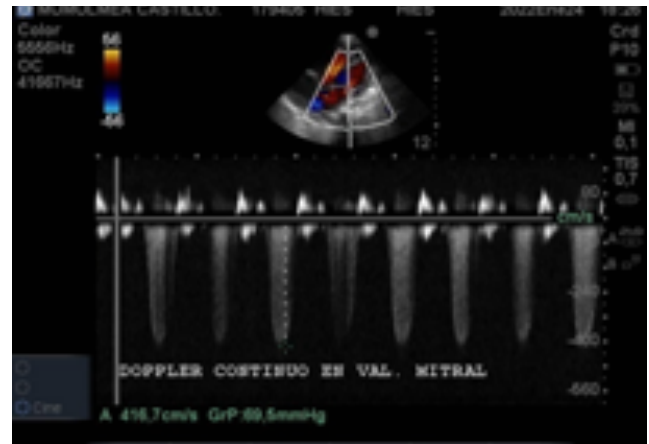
Ecocardiograma 2B doppler color. Se muestra flujo de regurgitación de válvula mitral con velocidad de 416.7 cm/s y gradiente de 69.5 mmHg.
